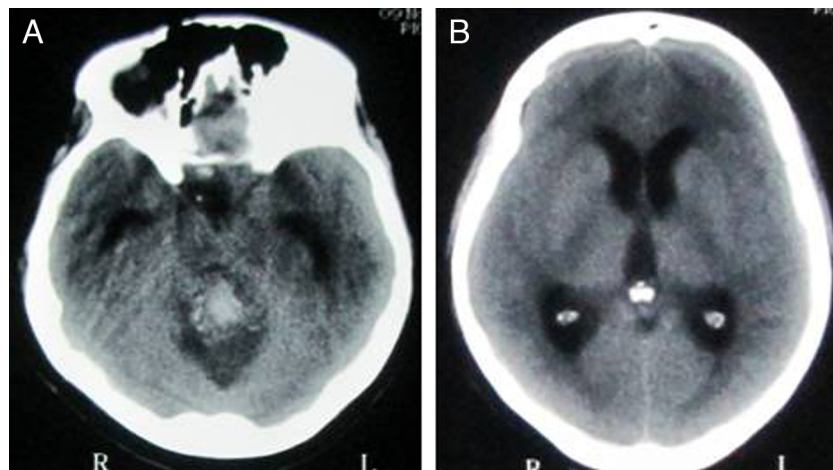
A) TC craneal en la que se aprecia una masa en relación al cuarto ventrículo con áreas de diferente densidad y calcificaciones. B) Se observa una leve dilatación del sistema ventricular.
